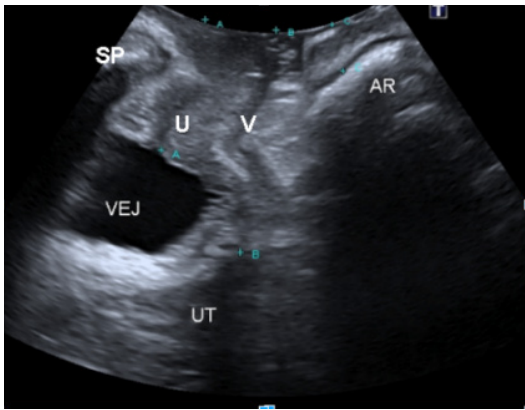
Ecografía Transperineal. Vista mediosagital en reposo.
